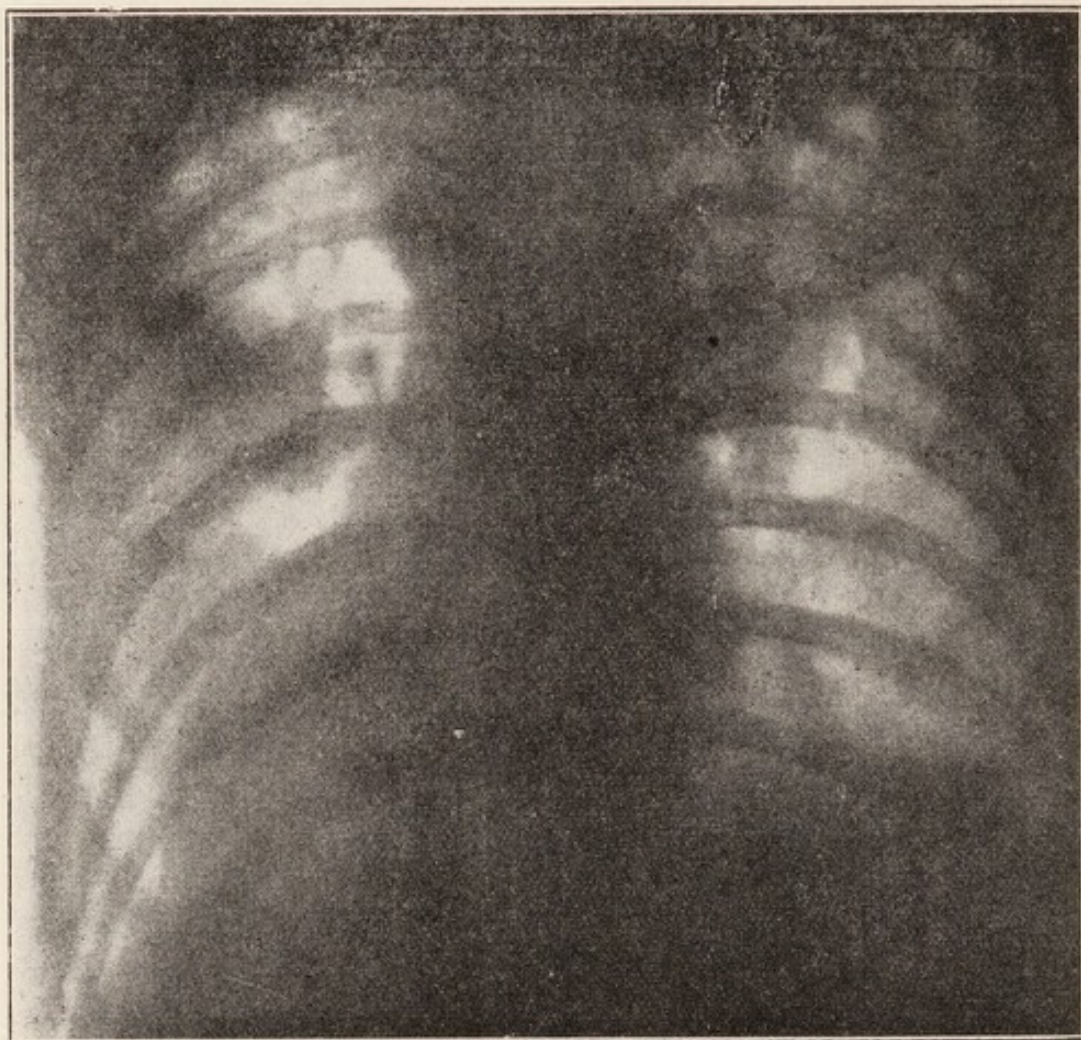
Caso 6. - Radiografia dorsale, prima della cura.
